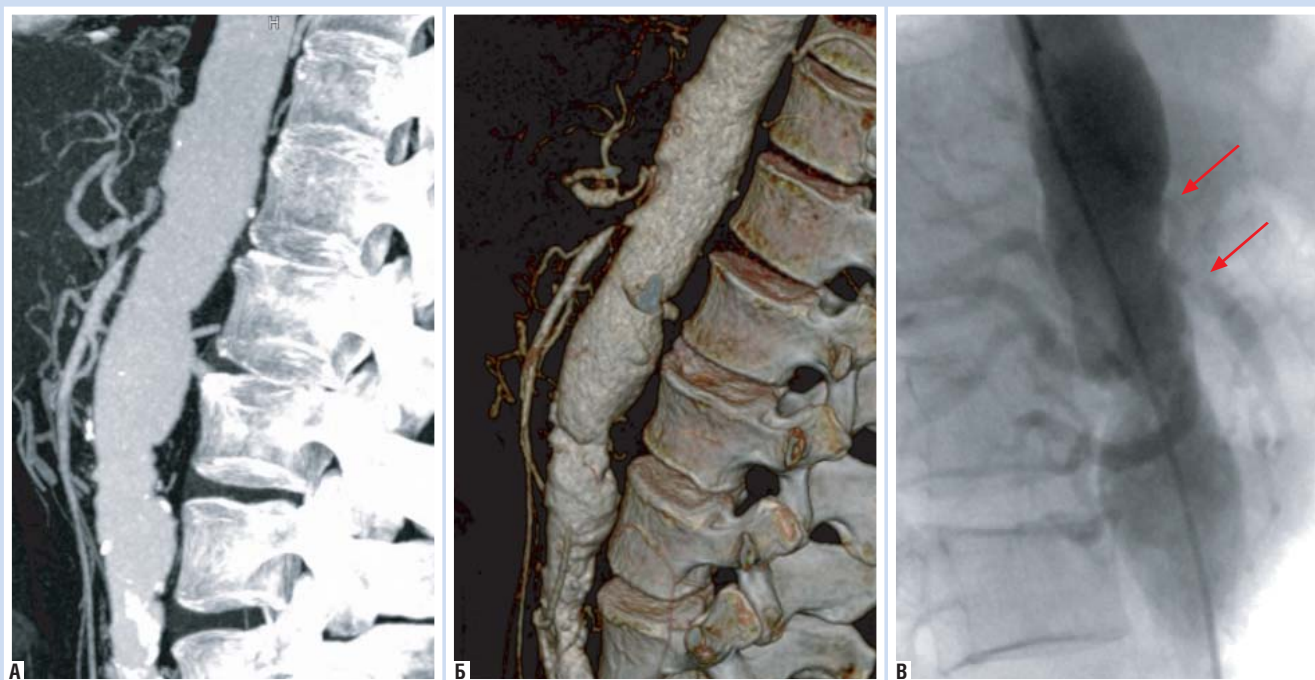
КТ-ангиография от 24.10.2012 г. (а, б) и аортография от 29.10.2012 г. (в) окклюзия чревного ствола и субтотальный стеноз проксимальной трети верхней брыжеечной артерии
